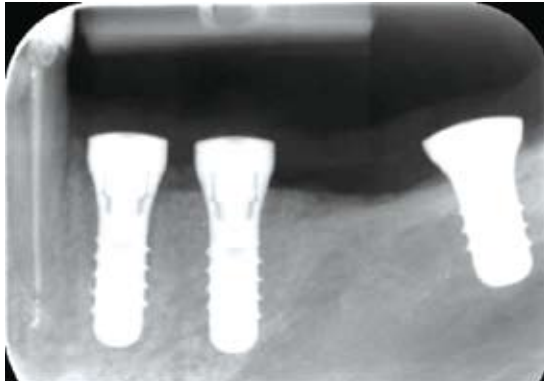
Kontrollröntgenbild nach neun Wochen. Der Patient wünschte eine rasche Umsetzung der definitiven Versorgung. Dies konnte zu diesem Zeitpunkt gewährt werden.
